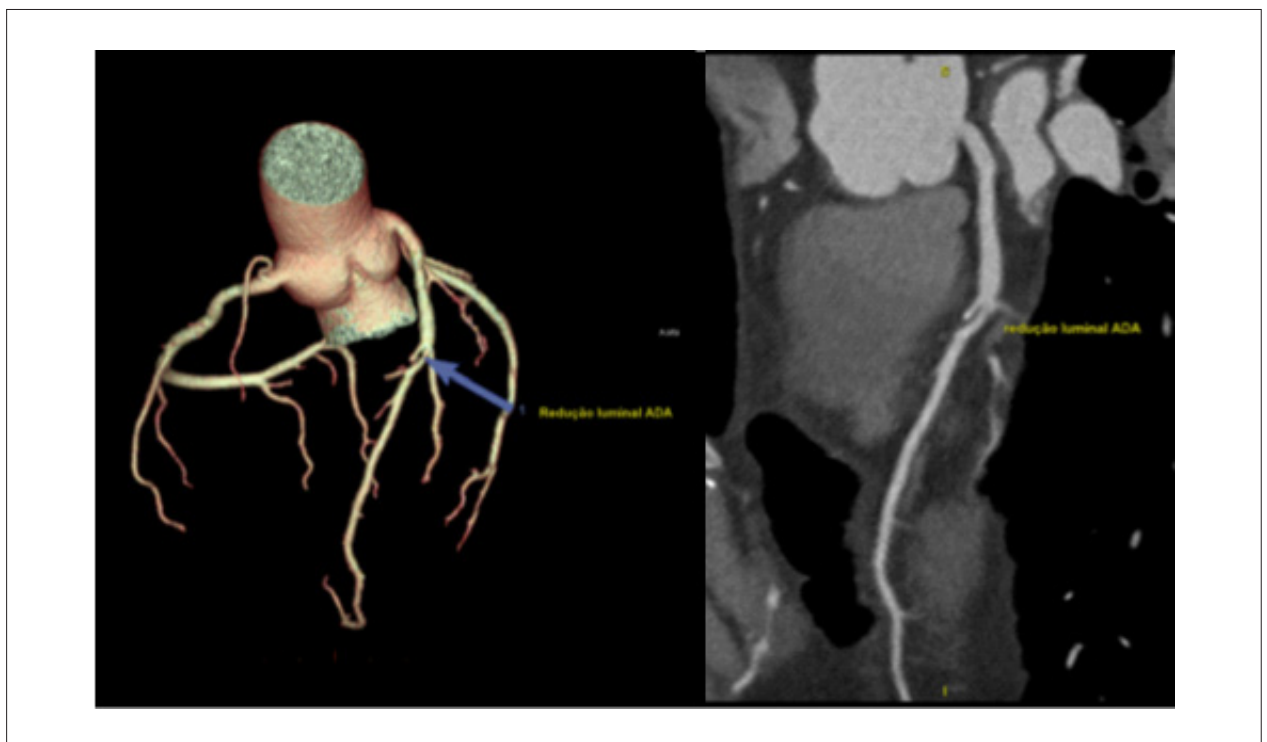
Caso 9 - Angio-TC demonstra lesão luminal obstrutiva importante, com ausência de calcificação em artérias coronárias.
